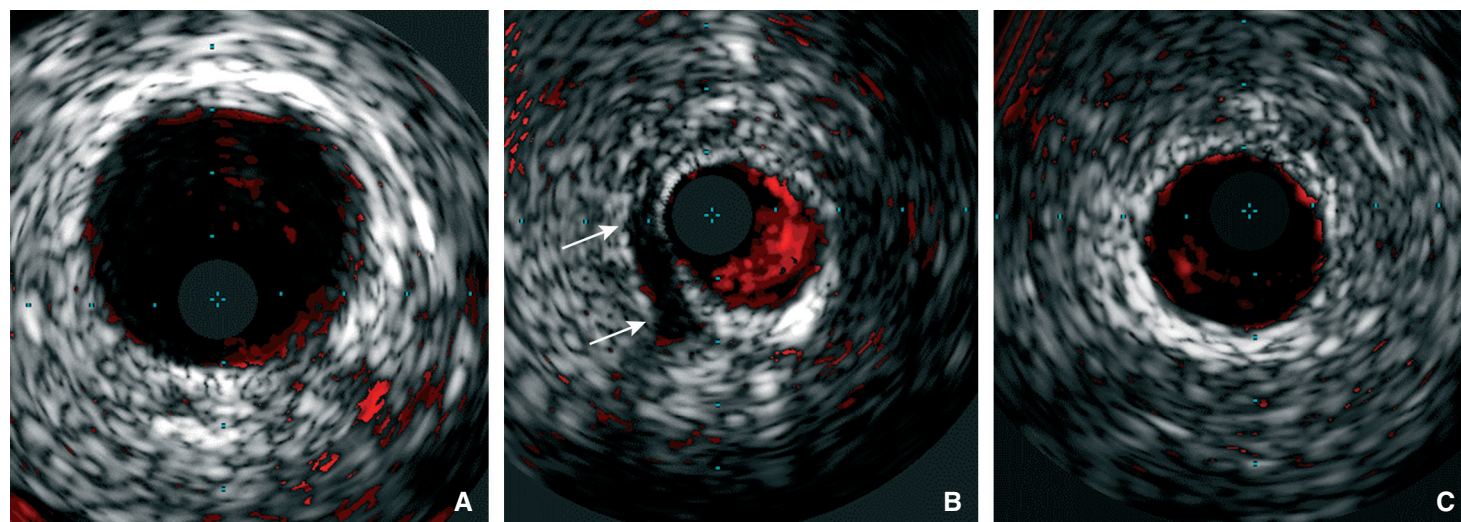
Images échographiques endocoronaires de l'artère interventriculaire antérieure en amont (A), au niveau (B) et en aval (C) d'un trajet intramyocardique. Noter une réduction de calibre et une zone hypoéchogène (flèches) au niveau du trajet intramyocardique.
